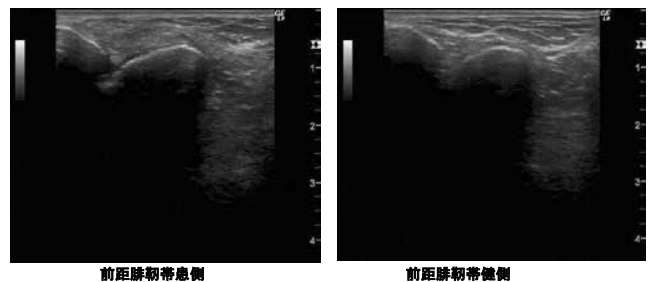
左は足関節不安定症の足関節における前距腓靭帯のエコー像である。右の正常足に比較して、靭帯の肥厚とfibrillar patternの消失が認められる。
